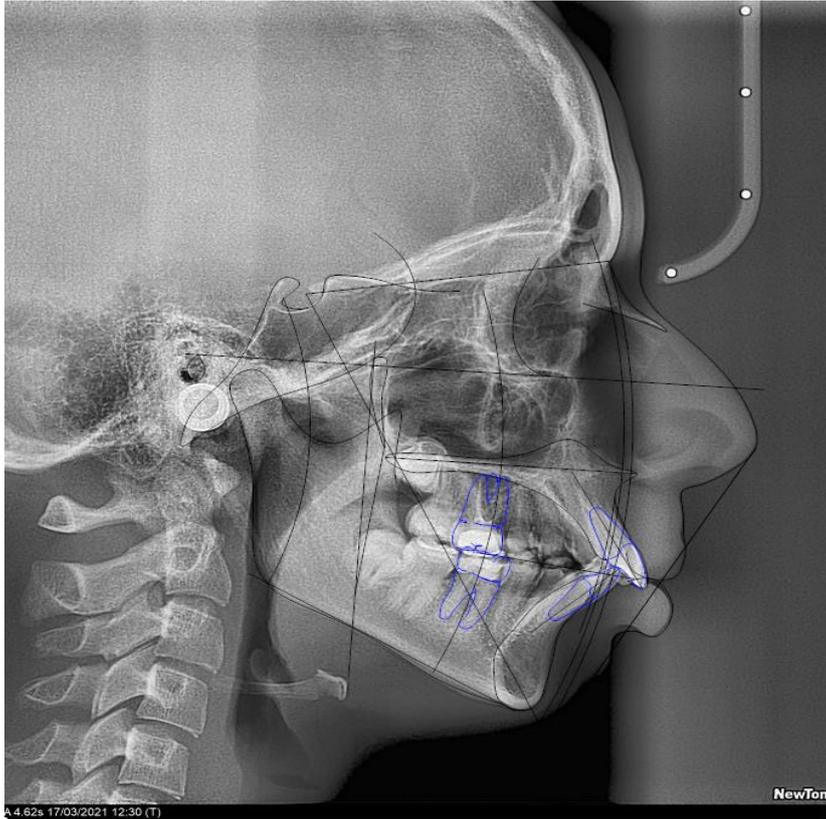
Дистальная окклюзия с протрузией резцов
